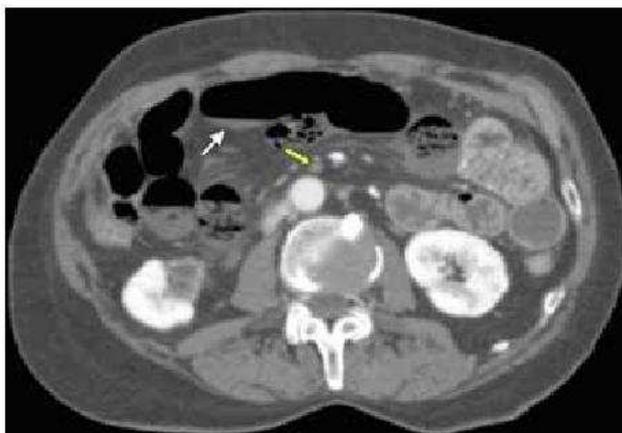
Tomografía computada de abdomen y pelvis, corte axial en fase porto-venosa en donde se observa defecto de llene central de la arteria mesentérica superior distal al ostium (flecha amarilla), además de asas de intestino delgado dilatadas, de paredes adelgazadas y que no realzan con el medio de contraste (flecha blanca).
